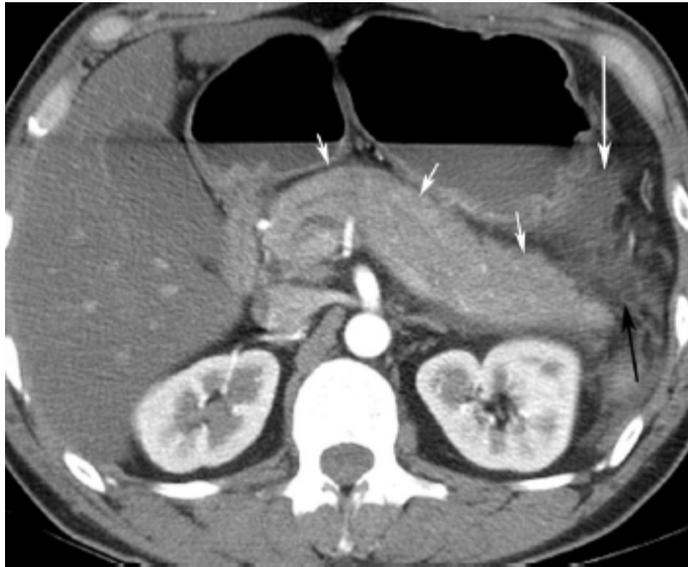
Pancreatitis Aguda Intersticial edematosa. TC + C en plano axial de una mujer de 55 años, muestra aumento de volumen del páncreas, con reforzamiento heterogéneo. Se observa estriación de la grasa peripancreática (flecha negra) y una pequeña colección peripancreática aguda adyacente al estómago (flecha blanca larga).
